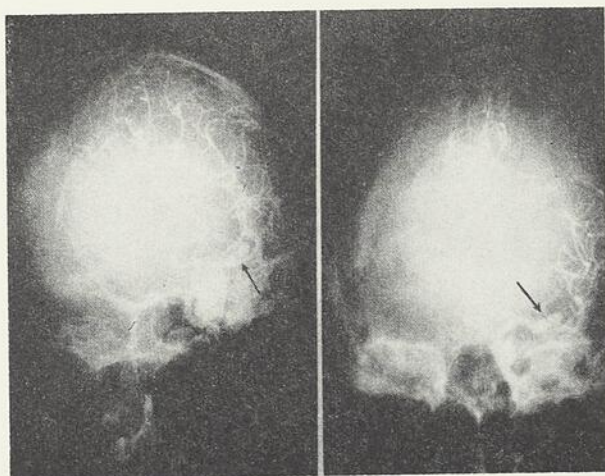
Radiographie de profil et de face d'une artériographie carotidienne montrant un anévrisme de la deuxième portion de l'artère cérébrale moyenne gauche.
